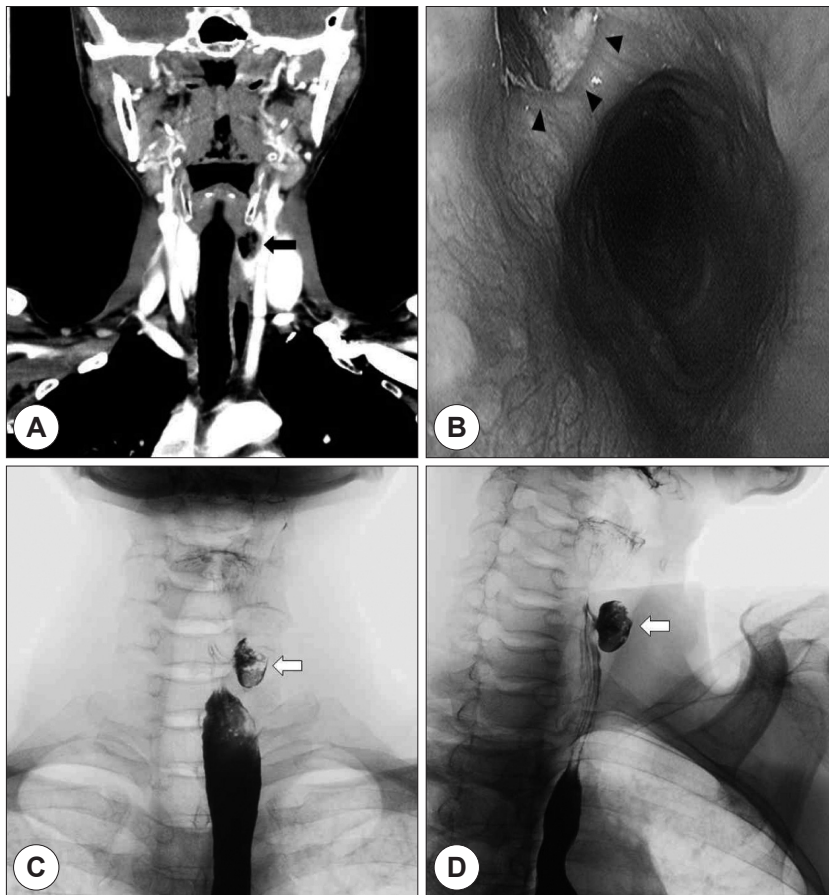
Preoperative coronal CT image shows about 1.5×2.0 cm sized well margined low density lesion with air shadow (arrow) in the left side of cervical esophagus (A). Preoperative gastroesophagoscopy shows a small outpouching lesion (arrow heads) with containing food material below the upper esophageal sphincter (B). The anterior-posterior view (C) and lateral view (D) of preoperative esophagogram show about 1.3×2.0 cm sized diverticular sac (arrow) protruding from the left wall of cervical esophagus to anterolateral direction.
